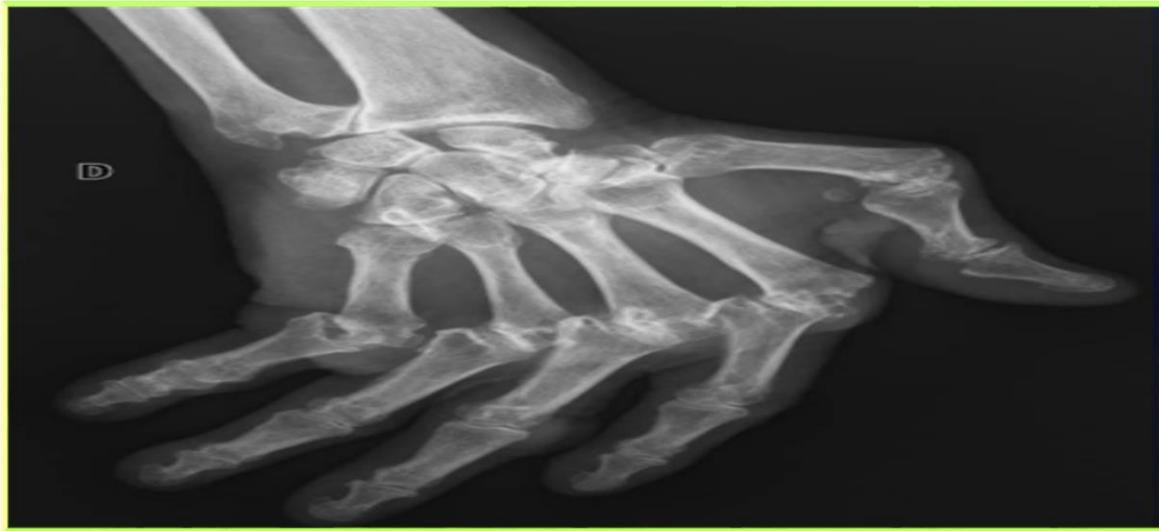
Radiographie de face d'une main atteinte de polyarthrite rhumatoïde [29].
